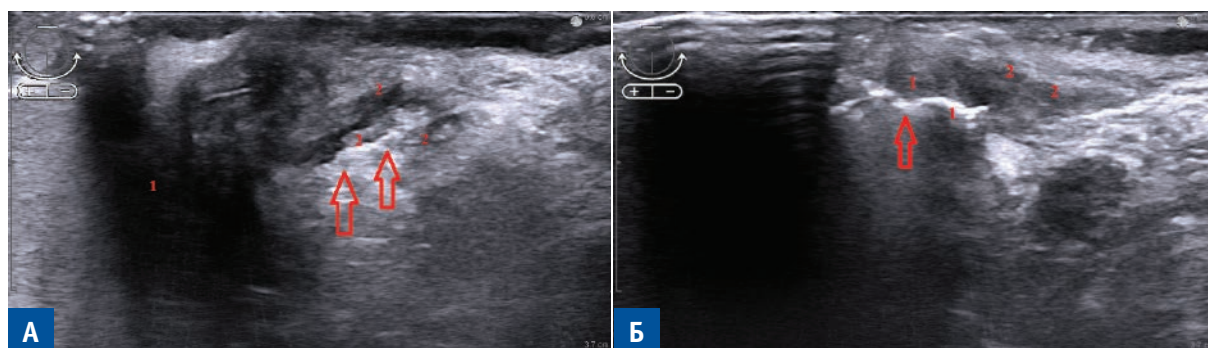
Intraoperative ultrasound navigation. A — ultrasound image of posterior transsphincteric anal fistula with subcutaneous abscess. 1. Subcutaneous abscess. 2. Transsphincteric anal fistula. Б — ultrasound image of the fistula area immediately after its laser coagulation with ligation of the proximal part of the anal fistula track in the intersphincteric space, opening and drainage of subcutaneous abscess. 1. Hyperechogenic structure at the site of anal fistula after its laser coagulation. 2. Ligation area of the anal fistula in the intersphincteric space.
